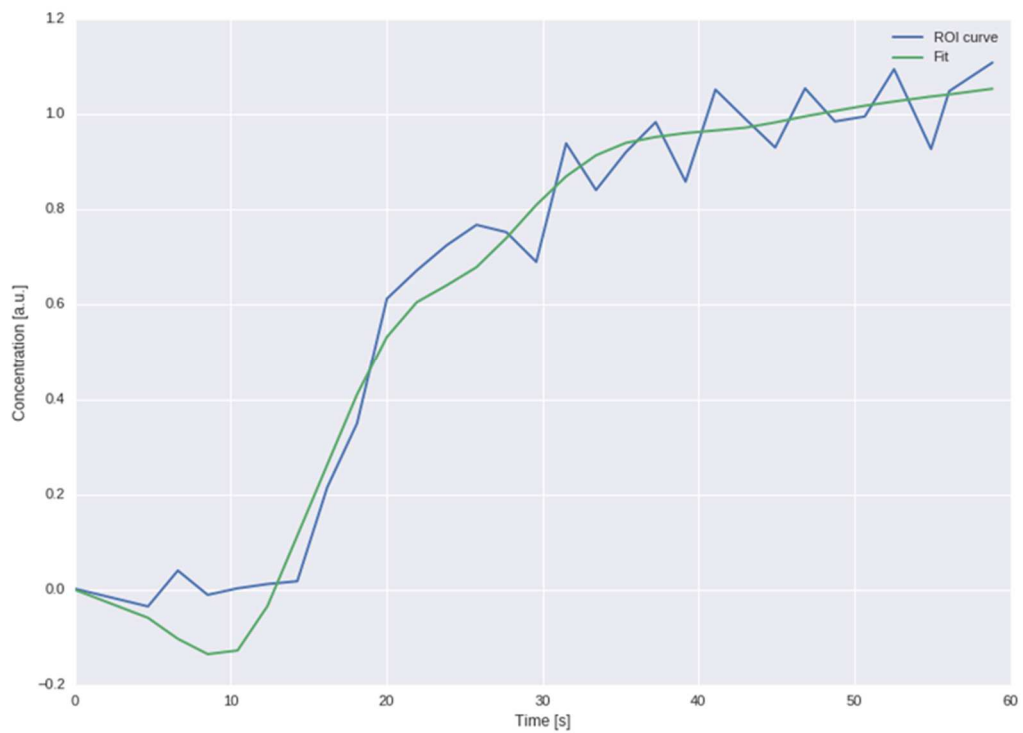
Näherungsweise KM-Konzentrationskurven des Tumorgewebes, die sich aus dem Zeitverlauf der Signalintensität nach KM-Gabe ergeben (Pat. 8, 2. MRT)
